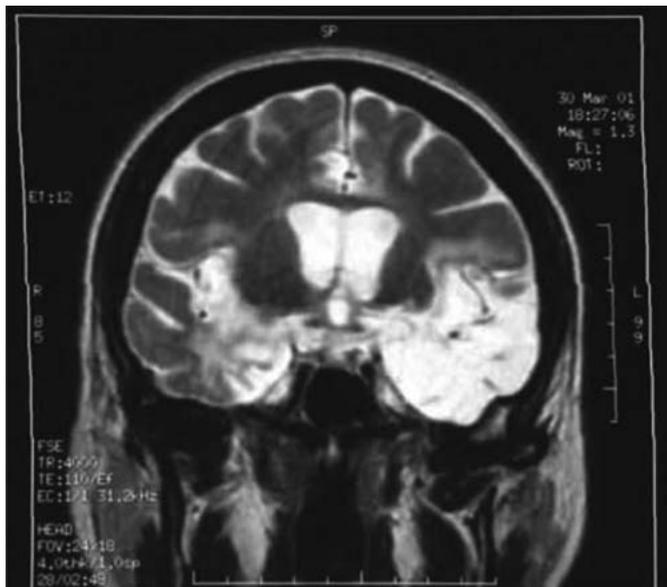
Resonancia magnética de encefalitis por virus herpes simple
